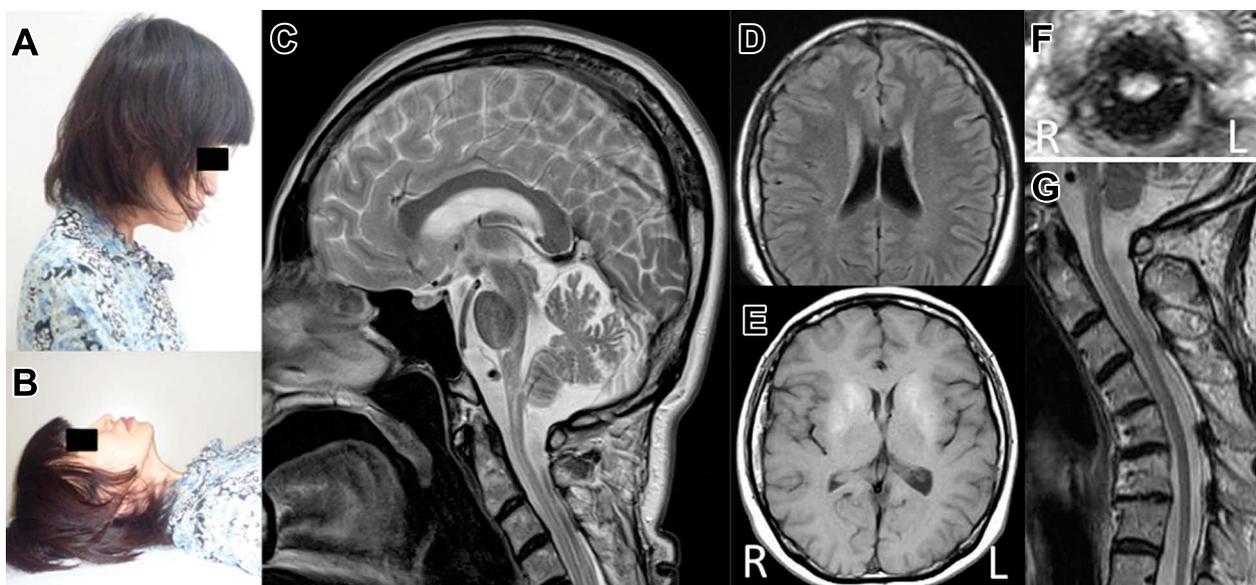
Lateral view of the patient and MRI findings.
